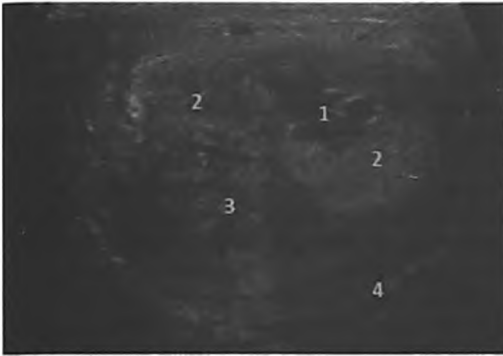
А., 45 лет. Перелом полового члена. Поперечное УЗИ полового члена. 1 – интракавернозная гематома (разрыв кавернозной артерии), 2 – кавернозные тела, 3 – спонгиозное тело, 4 – белочная оболочка
